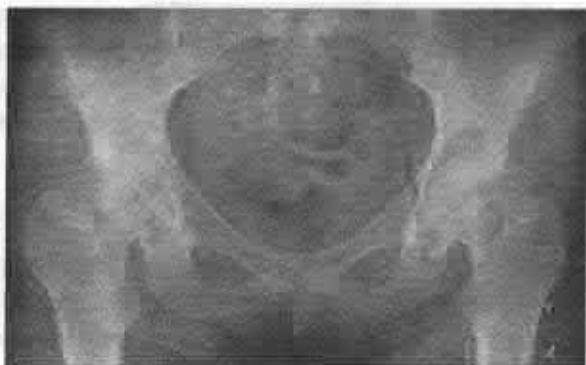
Radiografia articulațiilor coxofemorale: osteoporoză regională, îngustarea spațiului articular, focare osteodestructive (necrotice) (AR gr. III).
